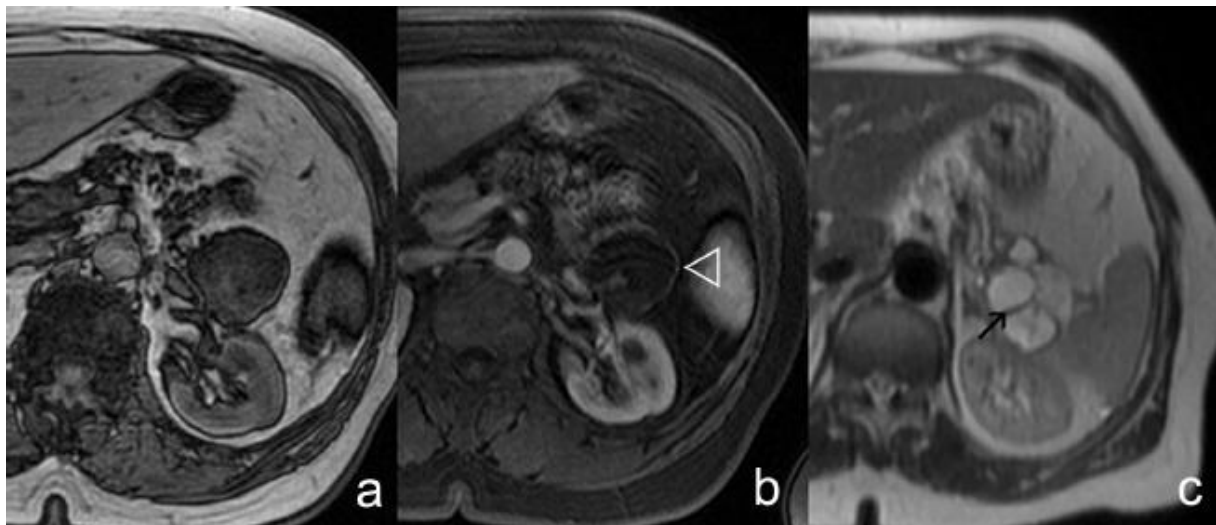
IRM séquence en pondération T1 en opposition de phase (a), puis T1 avec saturation du signal de la graisse et après injection de chélates de gadolinium (temps artériel) (b), et en pondération T2 (c). Cystédénome mucineux. L'IRM permet une bonne analyse des parois rehaussées (tête de flèche) et des cloisons intra kystiques (flèches). [29]
